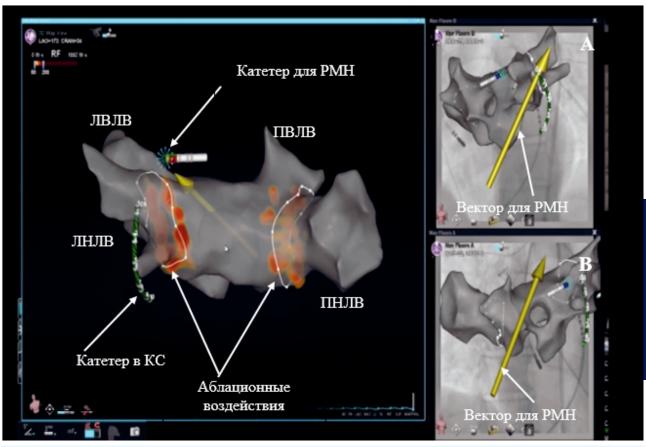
Построение геометрической реконструкции левого предсердия с помощью роботизированной магнитной на-вигации: 3D-геометрическая реконструкция левого предсердия (вид сзади) с помощью навигационной системы Niobe (A); рентгеновское изображение левого предсердия (левая косая проекция) с онлайн-движением диагностических и аблационного катетеров (B); рентгеновское онлайн-изображение с диагностическими и аблационным катетерами (правая косая проекция).
